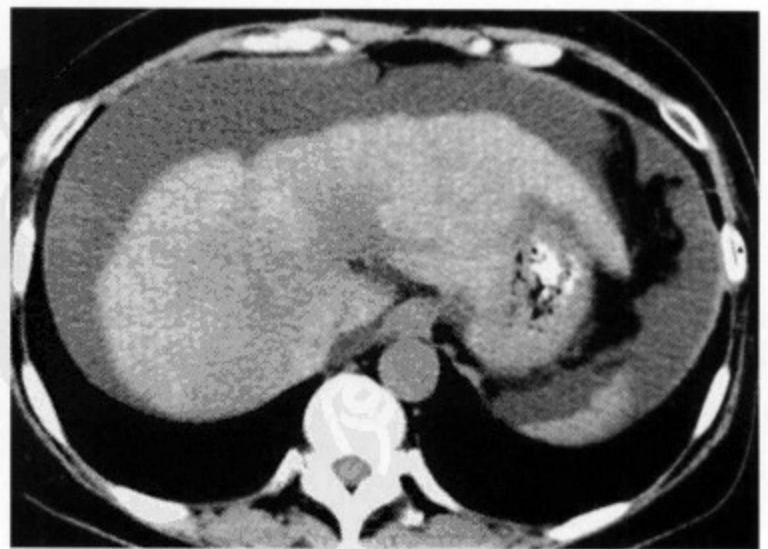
自身免疫性肝炎 CT 平扫肝右叶和左叶内侧段中心区显示地图状低密度影，边界不十分清楚，同时可见腹水
